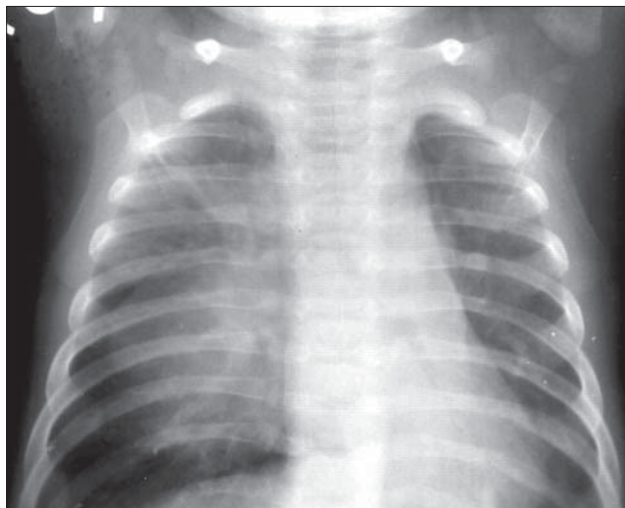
Pneumotorace în dreapta. Radiografie toracică AP. Transparență supradiafragmatică și laterotoracică dreaptă, cu structură omogenă și fără vase. Atelectazie prin compresiune.
